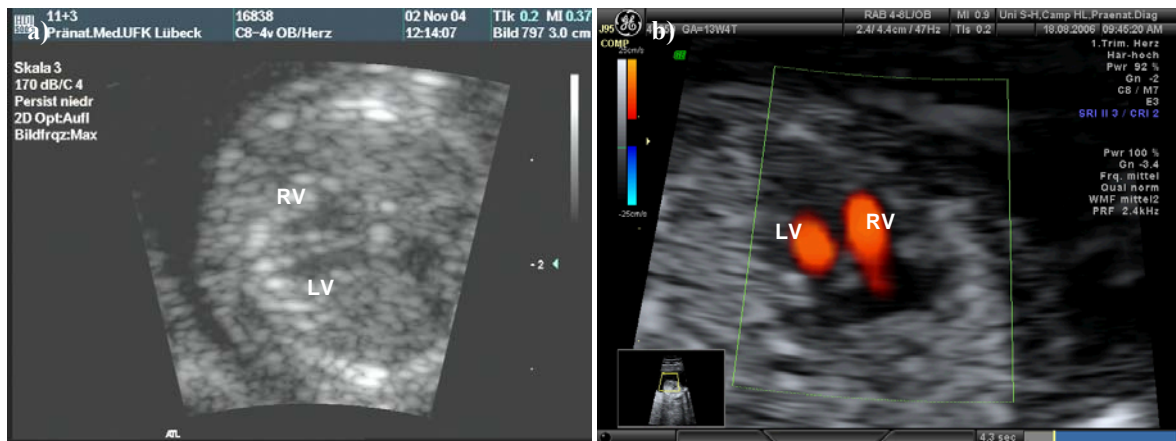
Normaler Vierkammerblick: a) Transvaginalsonde (TVS); b) Transabdominalsonde (TAS) mit Farbdoppler
